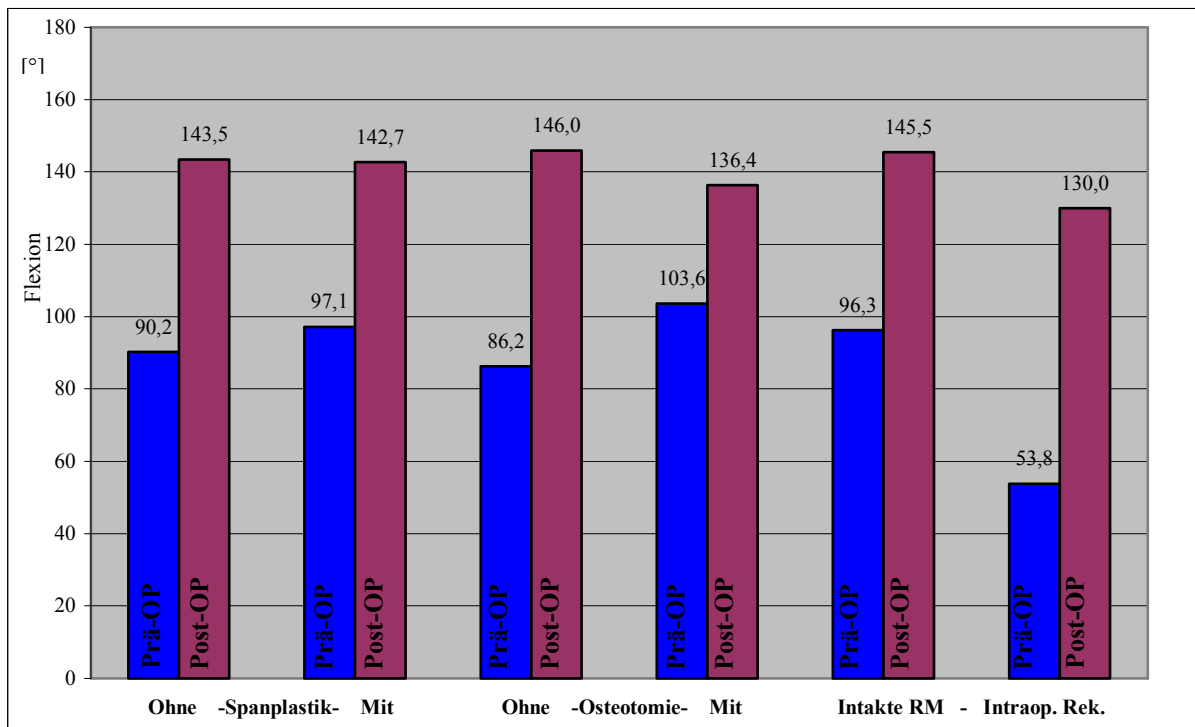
Ergebnisse der Flexion in Abhängigkeit von Zusatzeingriffen. Links: Patienten ohne und mit (n=11) Spanplastik. Mitte: Patienten ohne und mit (n=14) Glenoidosteotomie. Rechts: Patienten mit intakter Rotatorenmanschette (RM) und mit intraoperativer Rekonstruktion (n=7).
